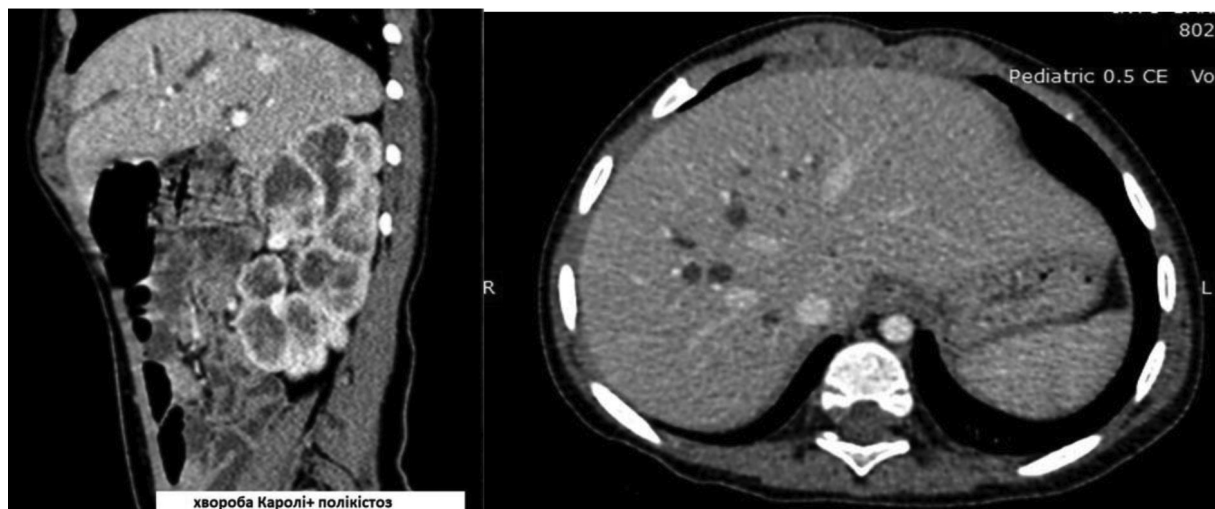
Дівчинка М., 2 роки. Сагітальний та аксіальний скани КТ. Пізня артеріальна фаза. Симптом «крапки». Розширені внутрішньопечінкові протоки оточують печінкову вену
